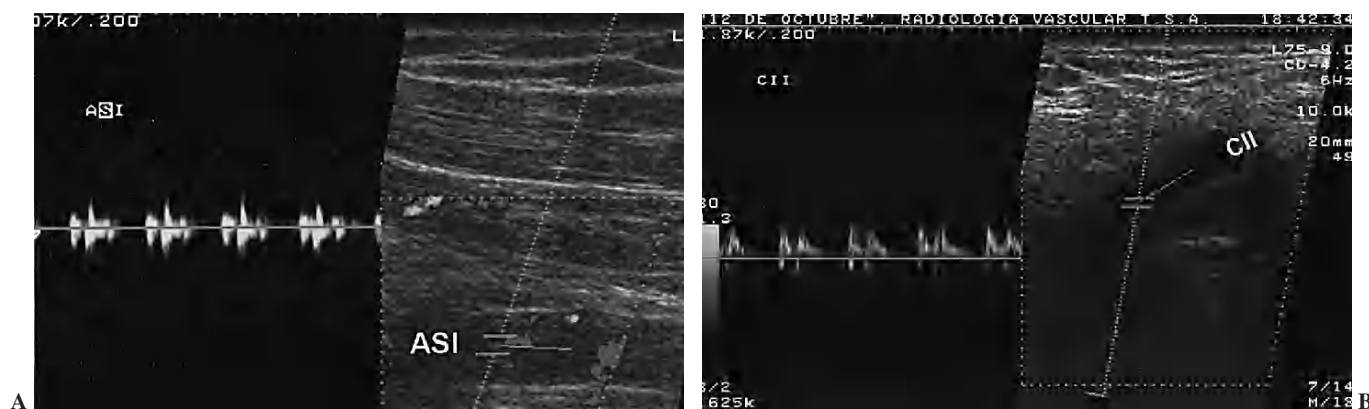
A) Eco-Doppler color en modo angio de arteria subclavia izquierda (ASI) con ausencia de llenado de la luz vascular y flujo de muy baja amplitud y resistencia elevada en relación con oclusión completa distal (embolia). B) Eco-Doppler color en modo angio de arteria carótida interna izquierda (CII) con hallazgos similares a los descritos en la figura 4A.
